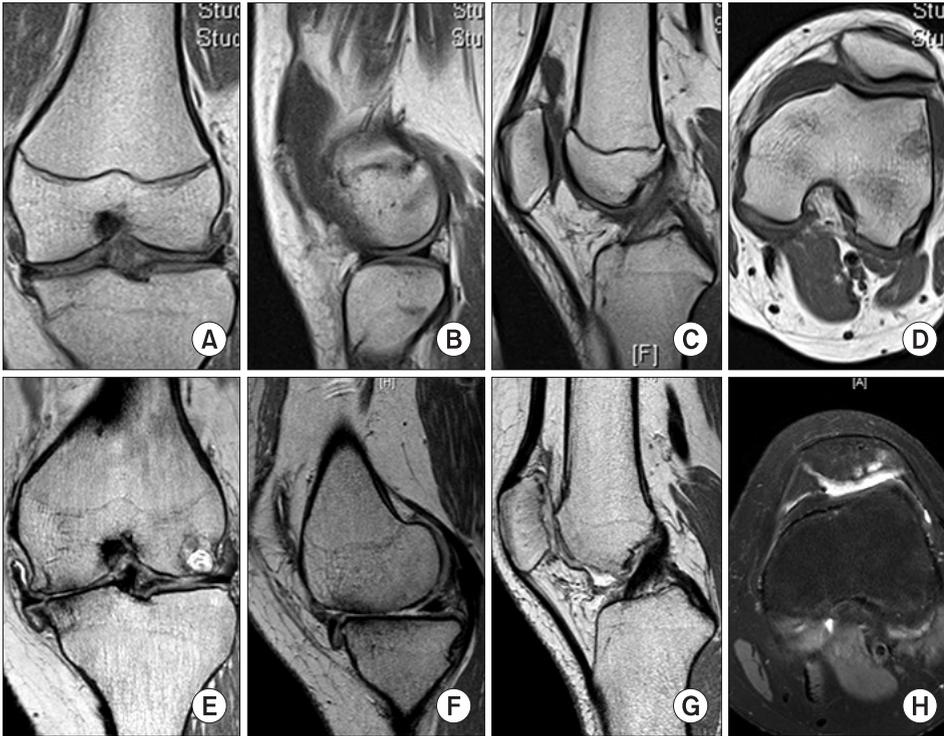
MR images of a 15-year-old female before arthroscopic procedure show an articular cartilage injury of the lateral femoral condyle without any other conditions in the left knee (A-D). MR images 11 months after arthroscopic procedure show tricompartmental chondrolysis, large subchondral cyst of the lateral femoral condyle and subluxation of the medial meniscus (E-H).
